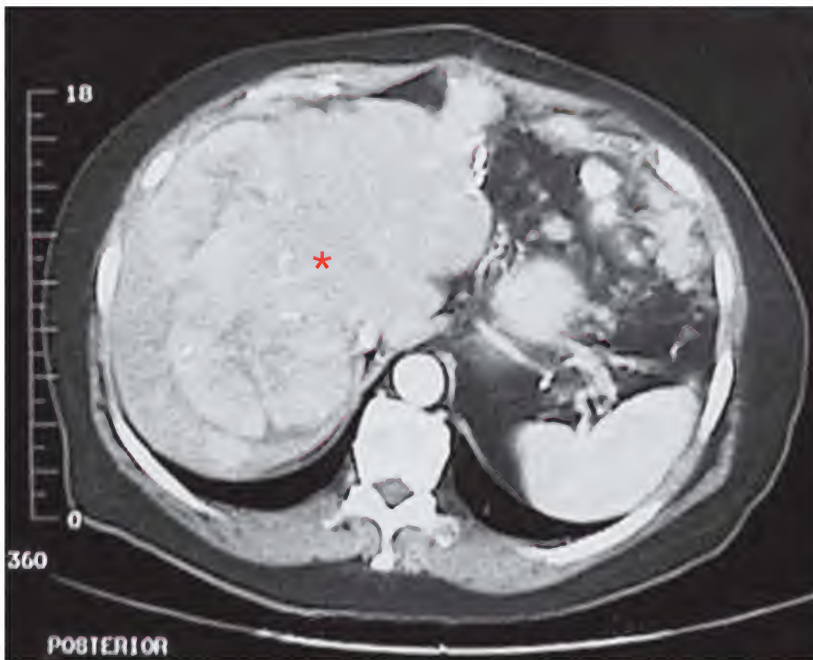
Carcinoma hepatocelular, tomografía computarizada
